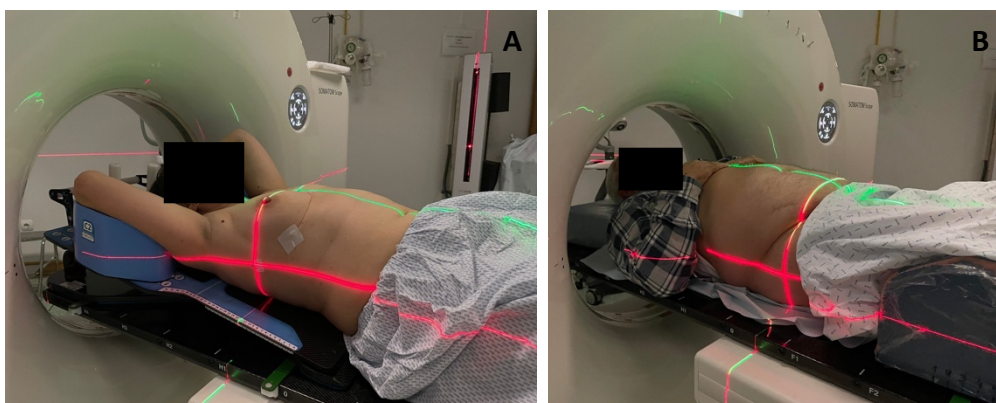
Exemplo de posicionamento TC-planeamento. A - para tumores da mama e B - para tumores da próstata. Fonte própria com autorização dos envolvidos.
